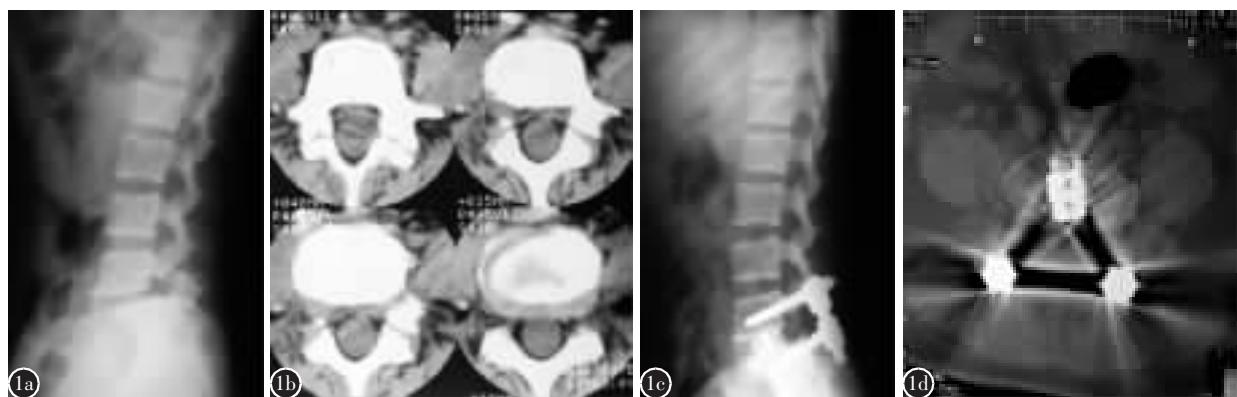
患者女,35岁。a术前X线片示L5前滑脱Ⅱ°。bCT示L5峡部不连。cRF椎弓根系统作L5滑脱复位、1枚cage行L5/S1椎间固定融合术后X线片示L5滑脱解剖复位,椎弓根螺钉及cage位置良好。d术后2年CT检查示椎弓根螺钉及cage位置良好。
